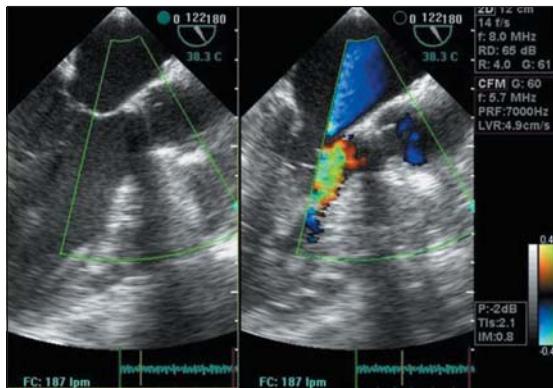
Ecocardiograma transesofágico. Se observa disco sobre región de fibrosa mitro-aórtica fijo que se mantiene abierto en la diástole lo que genera la insuficiencia aórtica
